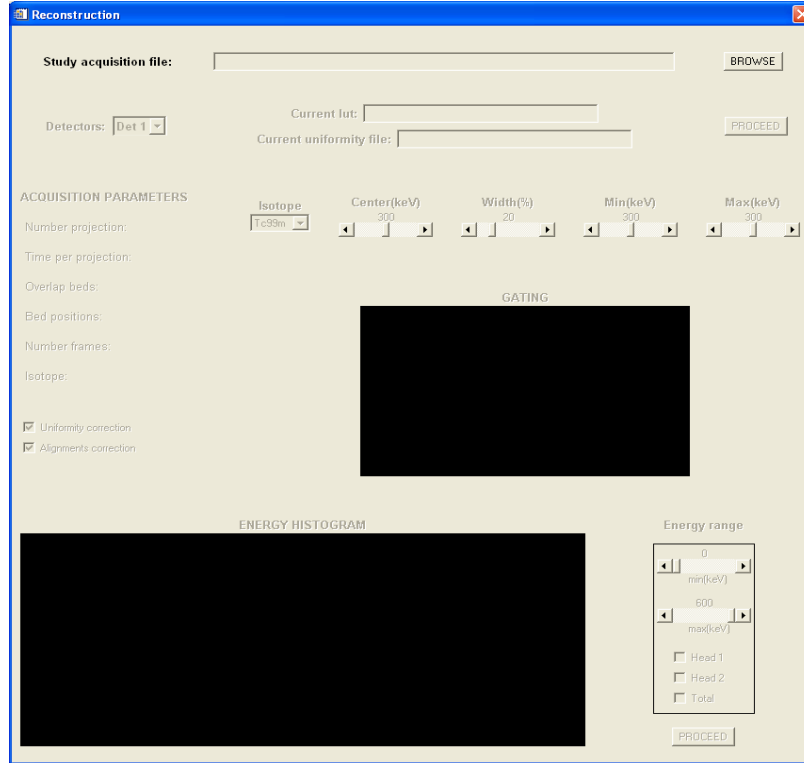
Ventana inicial de la interfaz de reconstrucción del tomógrafo FSPECT.
